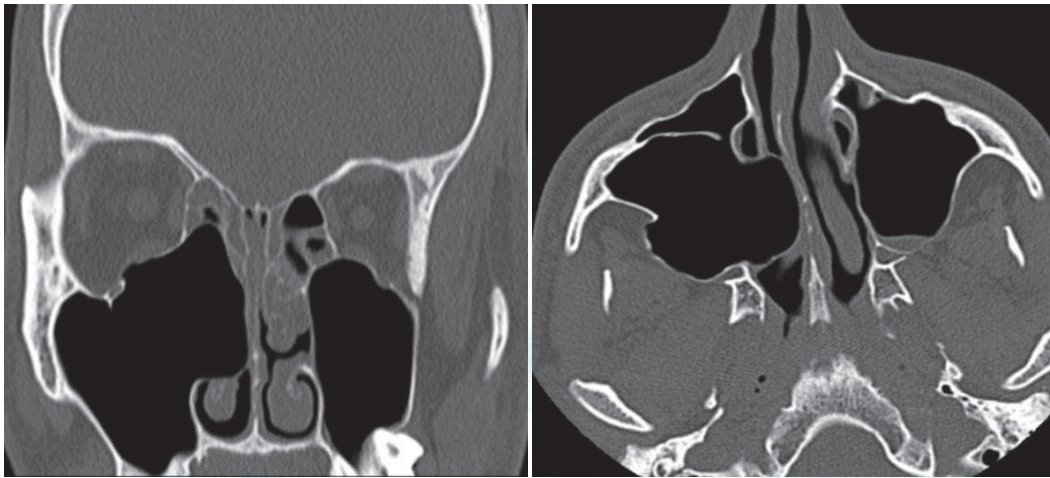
TC, corte coronal y axial.
